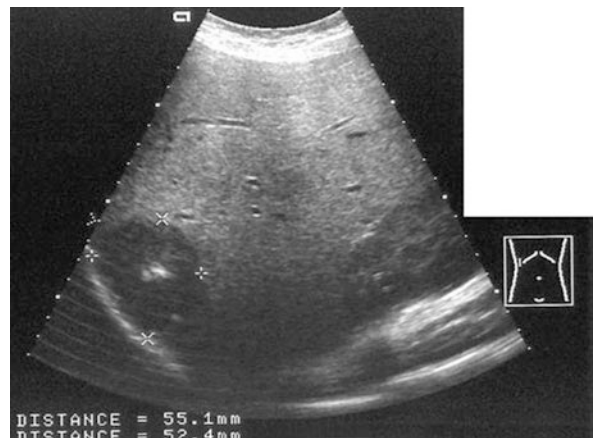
Sonographischer Längsschnitt durch die Leber einer 16-jährigen Patientin mit Glykogenose Typ I. Darstellung eines Adenoms mit einem Durchmesser von etwa 5 cm
